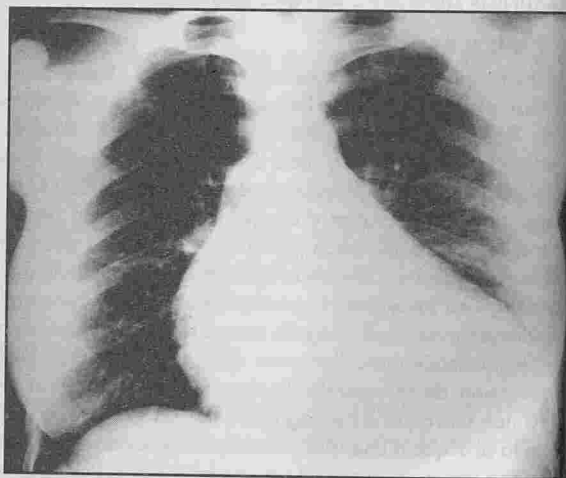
Radiographie thoracique : Cardiomégalie avec ascension de la coupole gauche.
